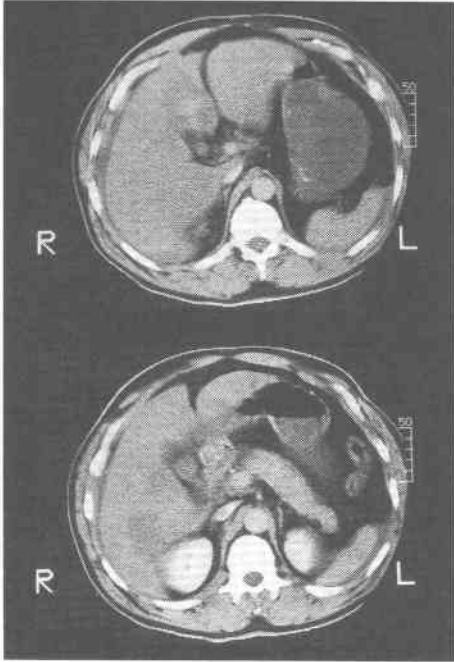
Abdominal enhanced computed tomography shows massive peritoneal fluid collection. The low density area of the liver does not enlarge.
